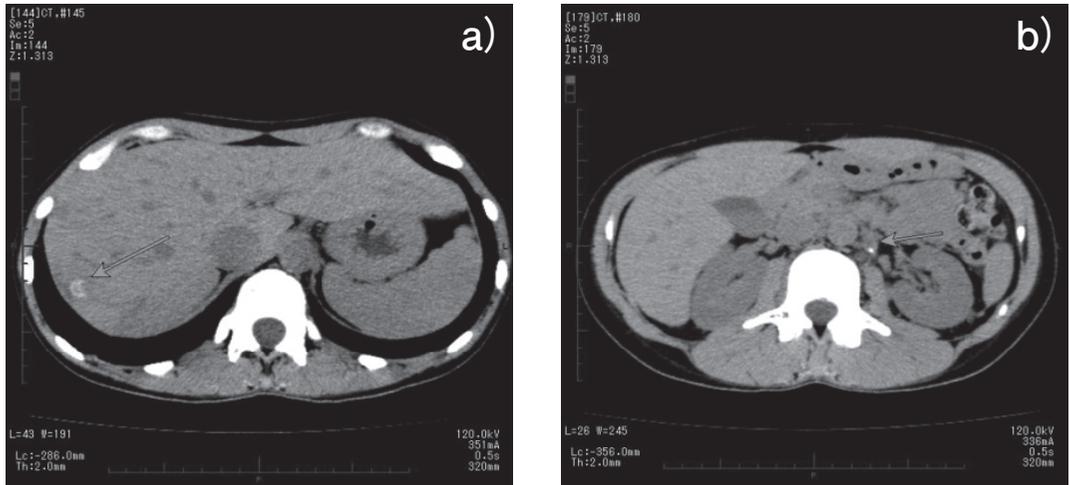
weekly Irinotecan 計6クール施行後のCT
